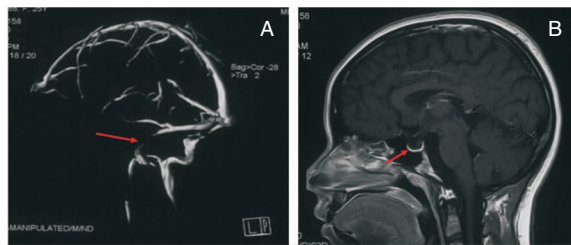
头颅 MRV 和 MRI 影像学检查。A: 头颅 MRV 提示左侧乙状窦狭窄, 箭头所示左侧乙状窦部分未显影; B: 头颅 MRI 矢状位可见空蝶鞍 (箭头所示)。
